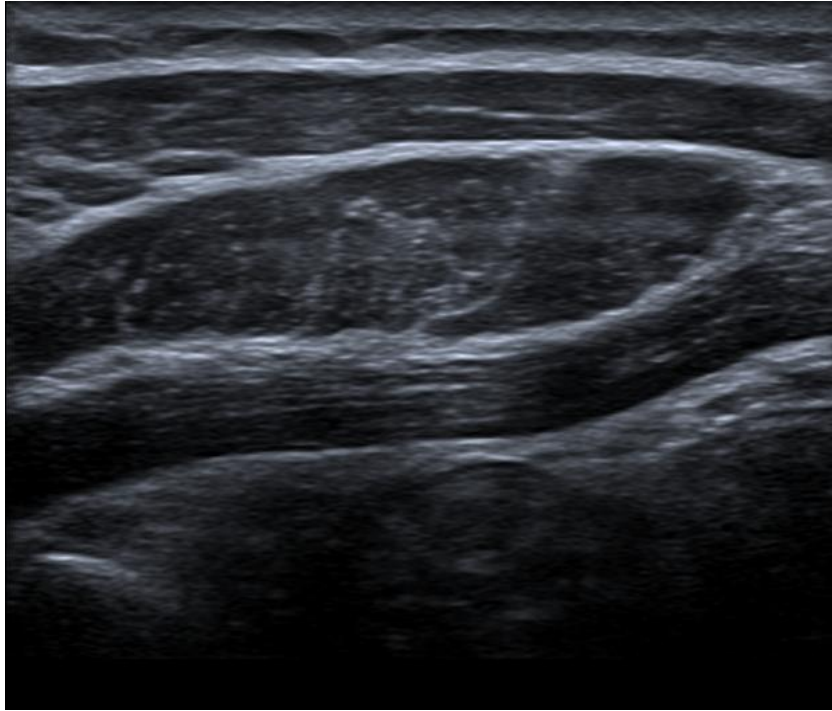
Ecografía de pared abdominal en flexión de tronco.
